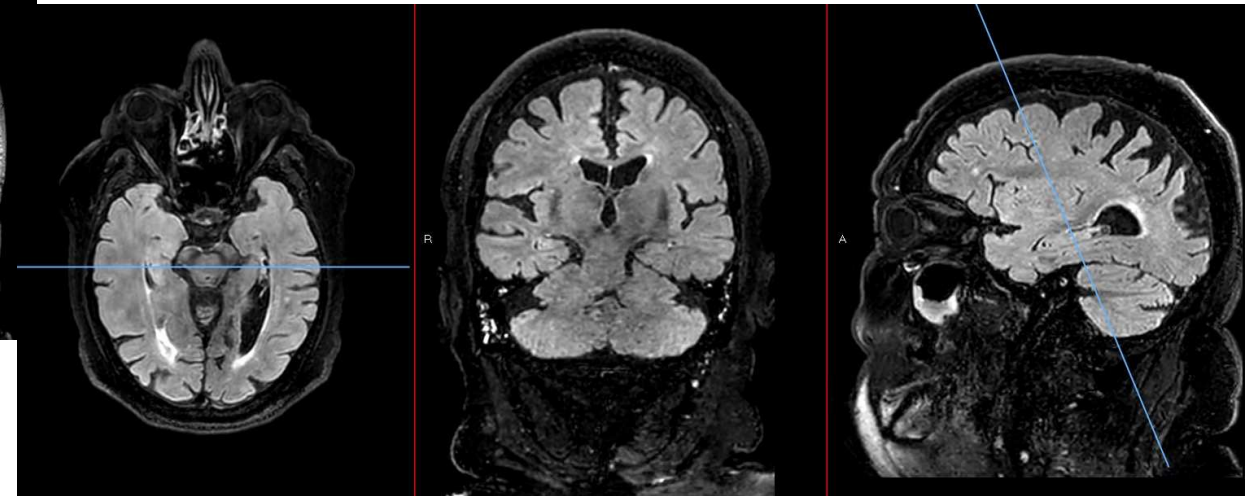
3D FLAIR isotrópica 1 mm
